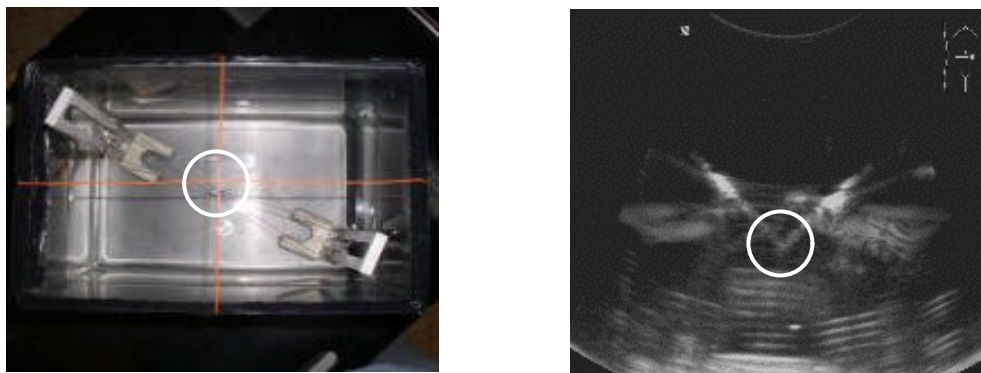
21 : Fantôme avec 2 fils et la trace générée dans l'image échographique
